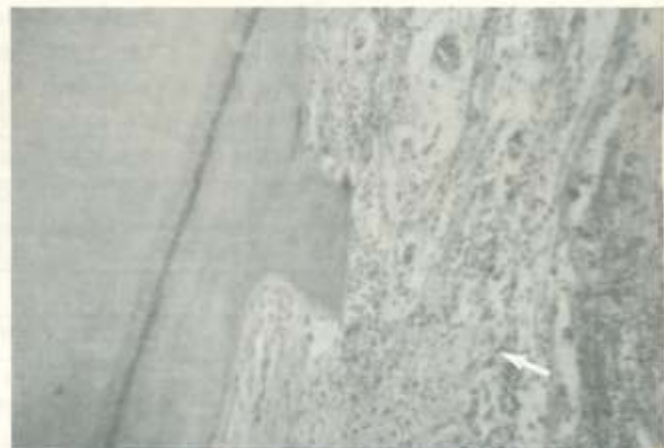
Dente com lesão periapical, mostrando extensa deposição de cimento, junto a áreas de inflamação crônica
